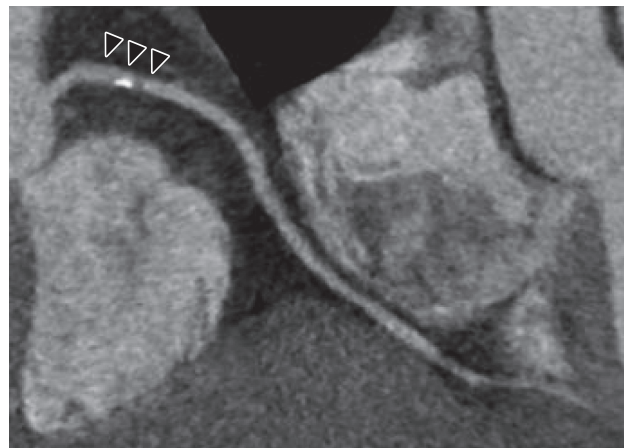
128列Dual Source CT MPR像(26歳; CAG後5年7カ月時)
